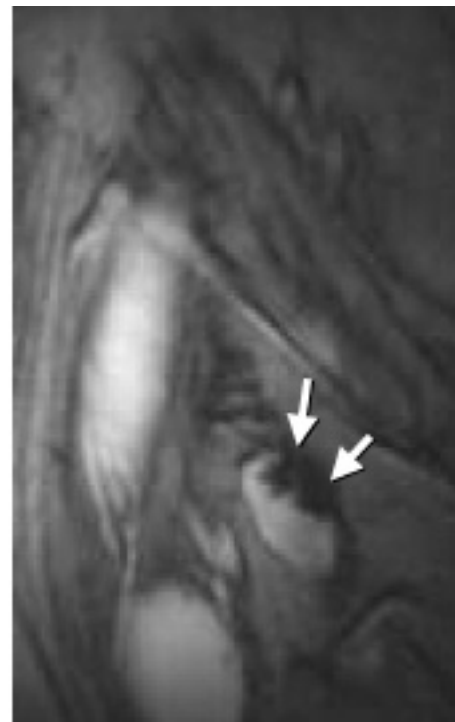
Patient with lymph node metastases of melanoma, who received US-guided injection of SPIO-labelled dendritic cells. MRI was made 24h post injection. A. T1-weighted TSE MR image (which is insensitive to iron) shows an 8 mm lymph node (circle). B. T2*-weighted MEDIC MR image (which is iron sensitive) shows low signal at the hilum of this node (arrows). This represents SPIO-labelled DCs that migrated from the injected node to this one.
